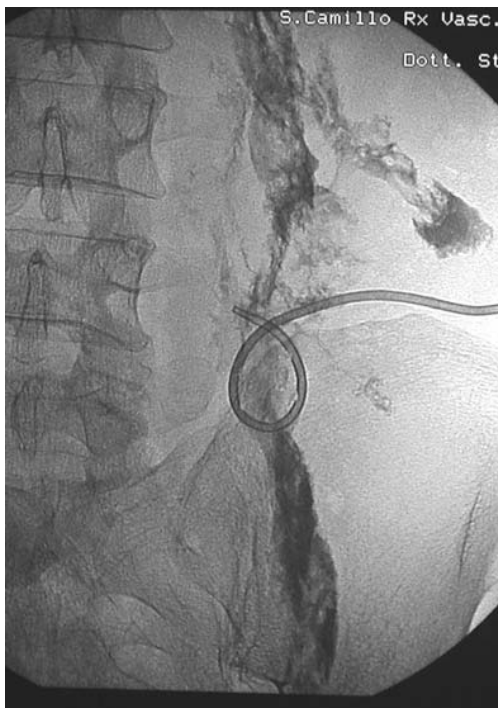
Percutaneous drainage. Radiography after catheter placement shows the characteristics of the catheter (placed inside the largest portion of the abscess, which is able to drain the more cranial exudate by gravity thanks to the multiple lateral holes in the rolled-up portion of the catheter, a configuration that makes it nontraumatic) and of the drained collection.
